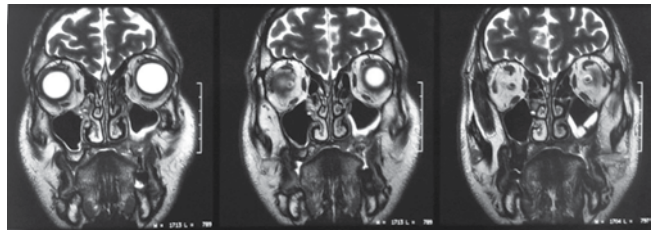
RM vistas coronales
